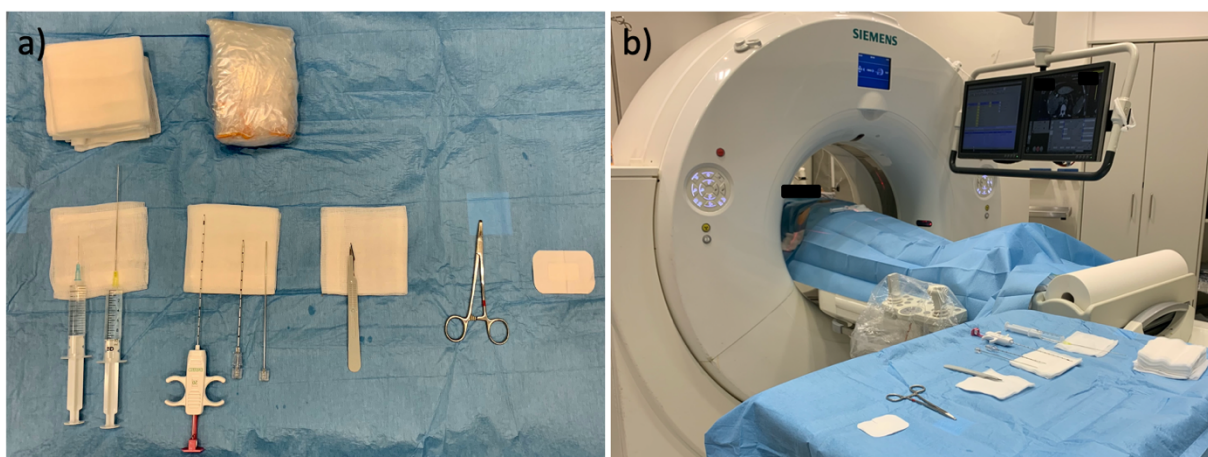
CT-Fluoroskopie-gesteuerte Biopsie einer Leberläsion. a) Steriler Interventionstisch mit Kompressen, Abdeckhaube, Lokalanästhetikum in zwei Spritzen, Stanzbiopsiegerät mit Coaxialnadel, spitzem Skalpell zur Stichinzision, Nadelhalter und Pflaster. b) Computertomograph mit Kontrollmonitor, Interventionstisch und Patient.
